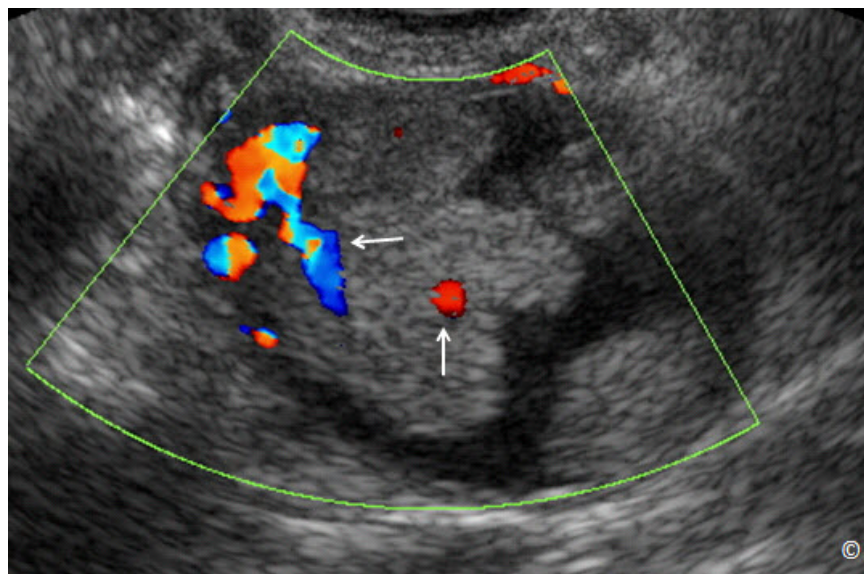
Ultrasonido transvaginal con Doppler en color de un cáncer de ovario. Obsérvese la presencia de múltiples proyecciones papilares. El Doppler en color muestra el flujo vascular dentro de las proyecciones papilares (flechas).
